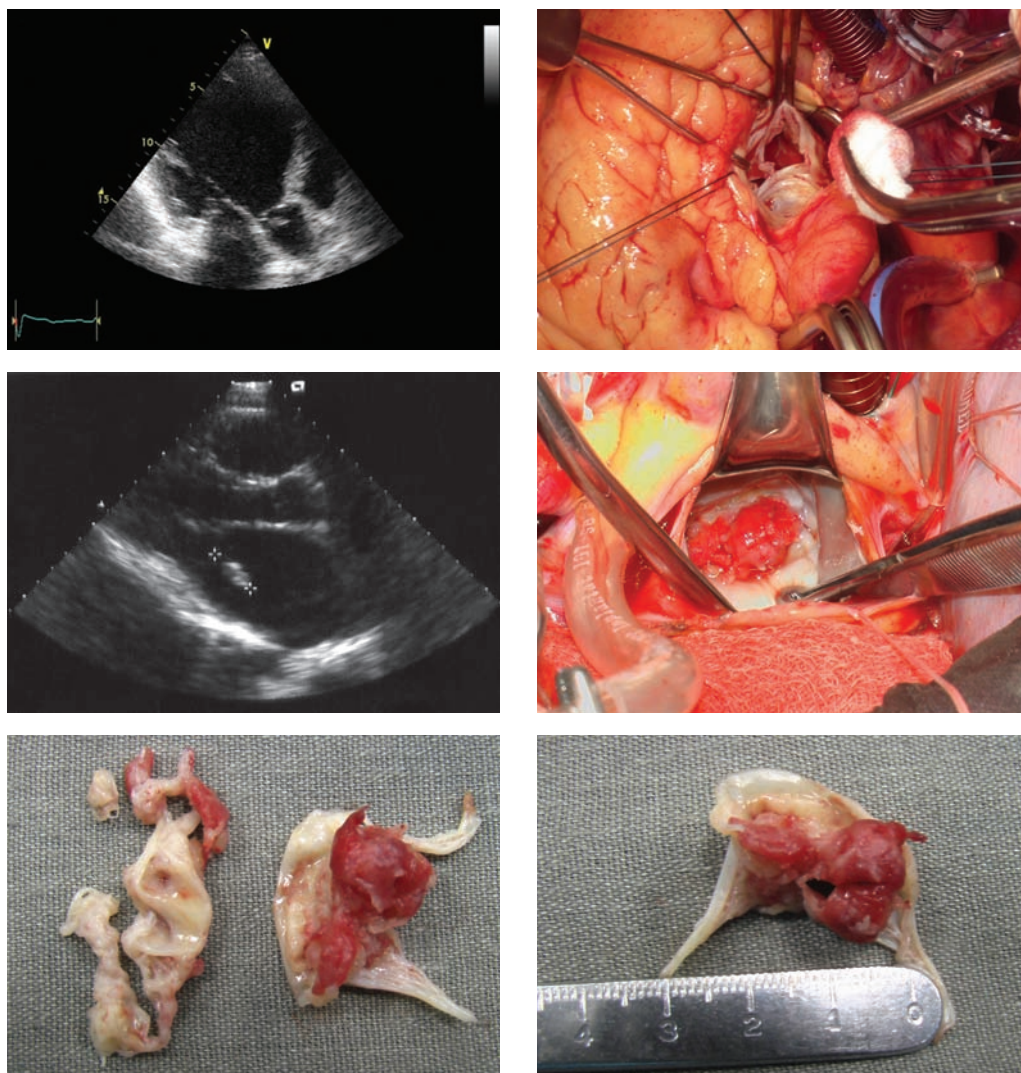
Эмболоопасные вегетации на аортальном (верхний ряд фото) и митральном клапане при инфекционном эндокардите (средний ряд фото). Вверху слева – эхокардиографическая картина при инфекционном эндокардите аортального клапана. Видна крупная флотирующая вегетация. Вверху справа – интраоперационная ревизия (тот же больной). На правой коронарной створке – флотирующая вегетация. Средний ряд фото – крупная эмболоопасная вегетация на митральном клапане: слева – эхокардиографическая картина, справа – интраоперационная ревизия. Внизу – препарат иссеченного митрального клапана.
